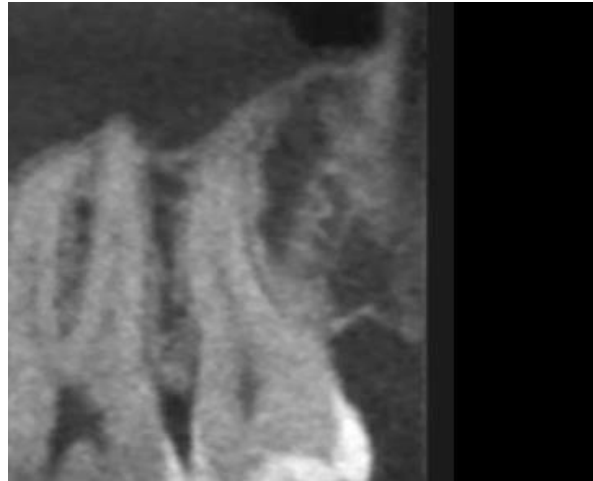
Комп'ютерна конусно-променева томографія: другий та третій моляри верхньої щелепи.
